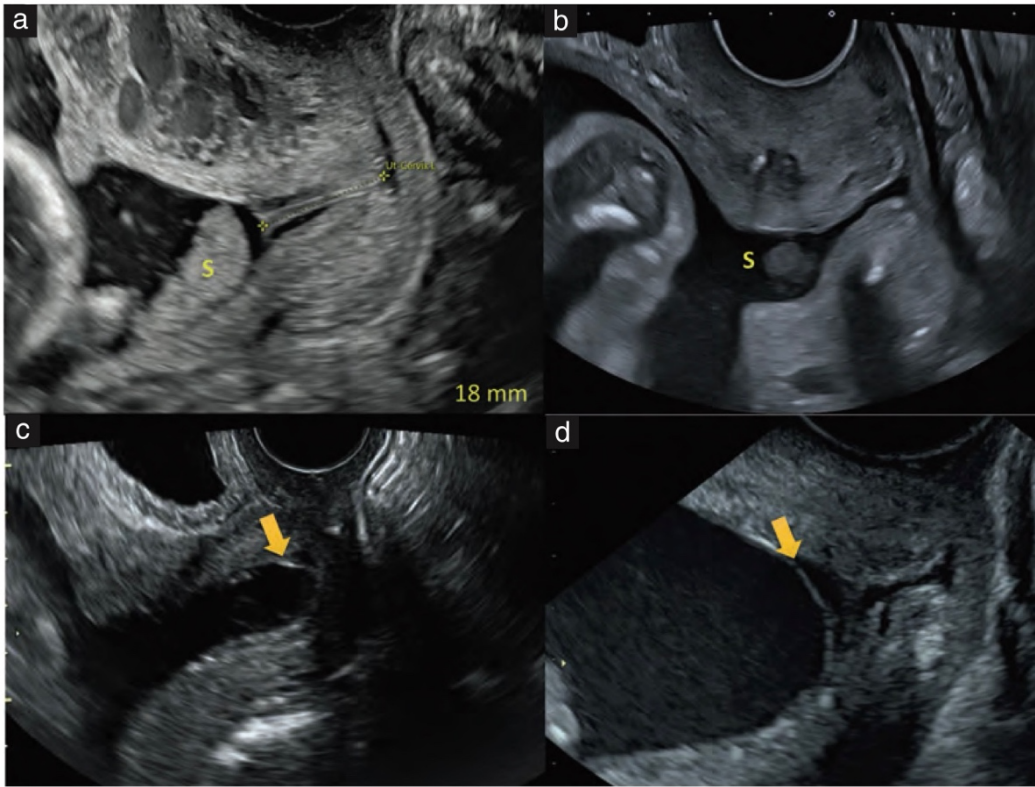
Imágenes de ultrasonido transvaginal que muestran hallazgos adicionales a la longitud cervical corta. (a) Cuello uterino corto en una paciente con espectro de placenta accreta y restos amnióticos (S). (b) Funneling, restos amnióticos (S) y cuello uterino corto en una paciente tratada con cerclaje (puntos ecogénicos en los labios cervicales superiores e inferiores). (c, d) Separación de la membrana amniótica (flechas) en pacientes con funneling y cuello uterino corto.
